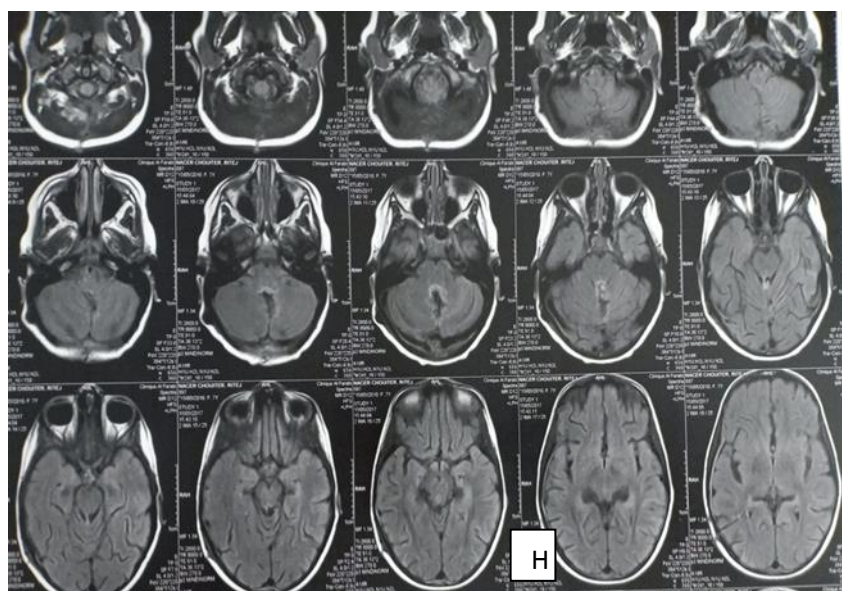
H): IRM Coupe axiale post opératoire. Absence de reliquat tumoral au niveau de la FCP.
